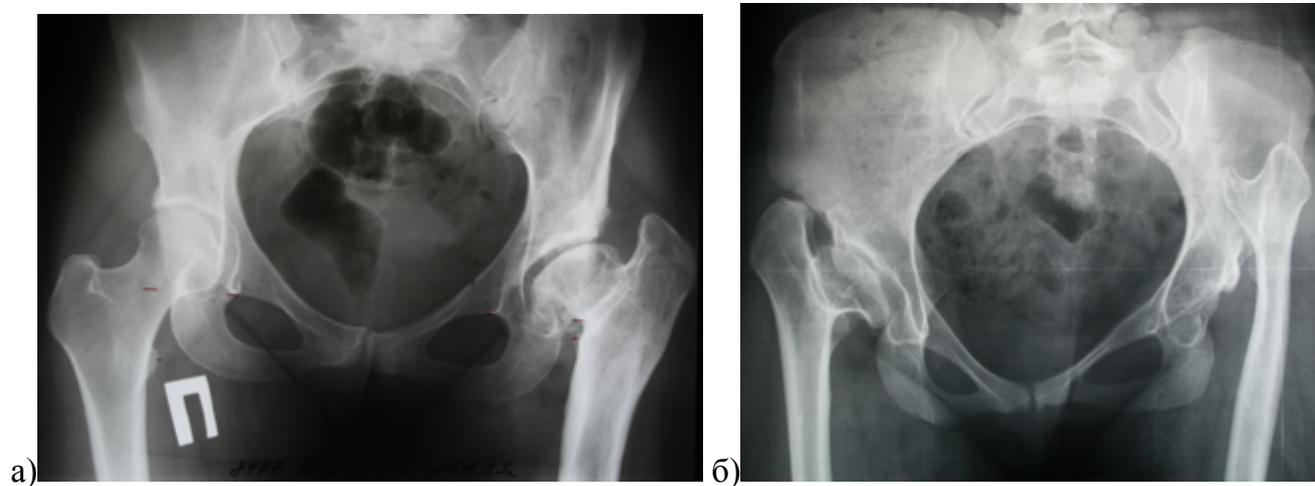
Рентгенограммы таза: а) пациентки 33 лет с левосторонним диспластическим коксартрозом (тип А по Hartofilakidis), соха vara – ШДУ 80°; б) пациентки 20 лет с правосторонним диспластическим коксартрозом (тип В2) и левосторонним высоким вывихом (тип С2), соха vara – ШДУ 88°
